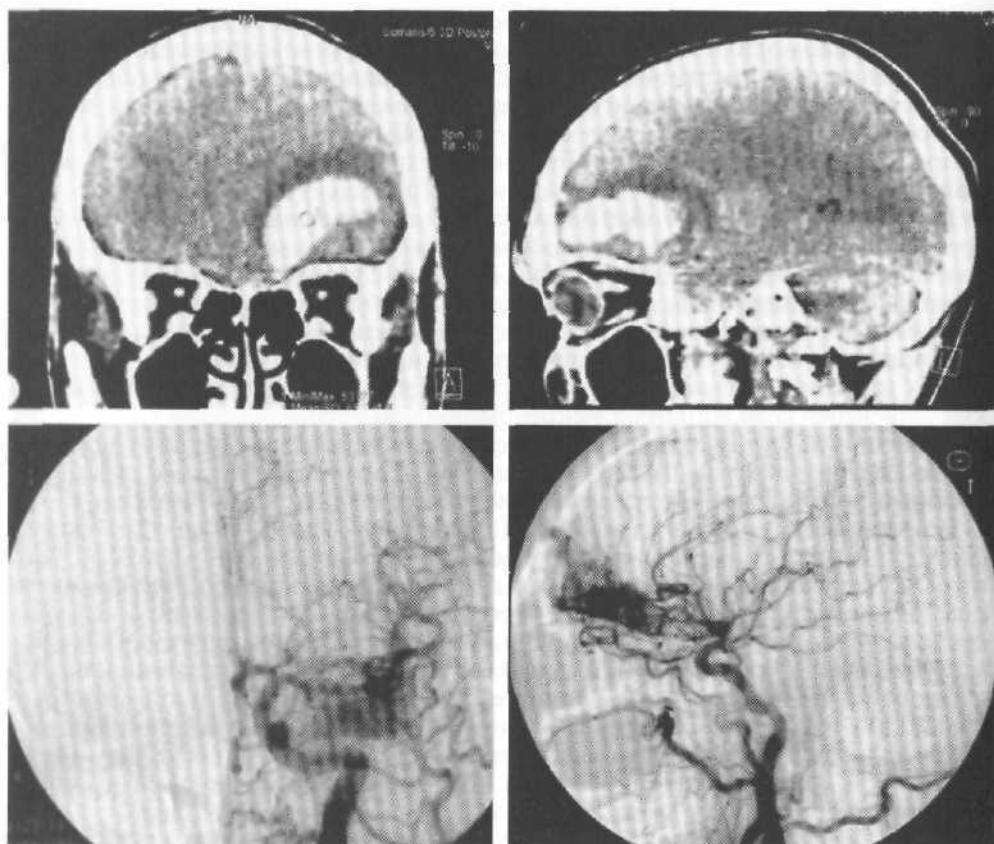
Кровоизлияние из АВМ базальных отделов левой лобной доли, 3-и сутки. Вверху — КТ во фронтальной и сагиттальной проекциях; внизу — левосторонняя каротидная ангиография в прямой и боковой проекциях.
